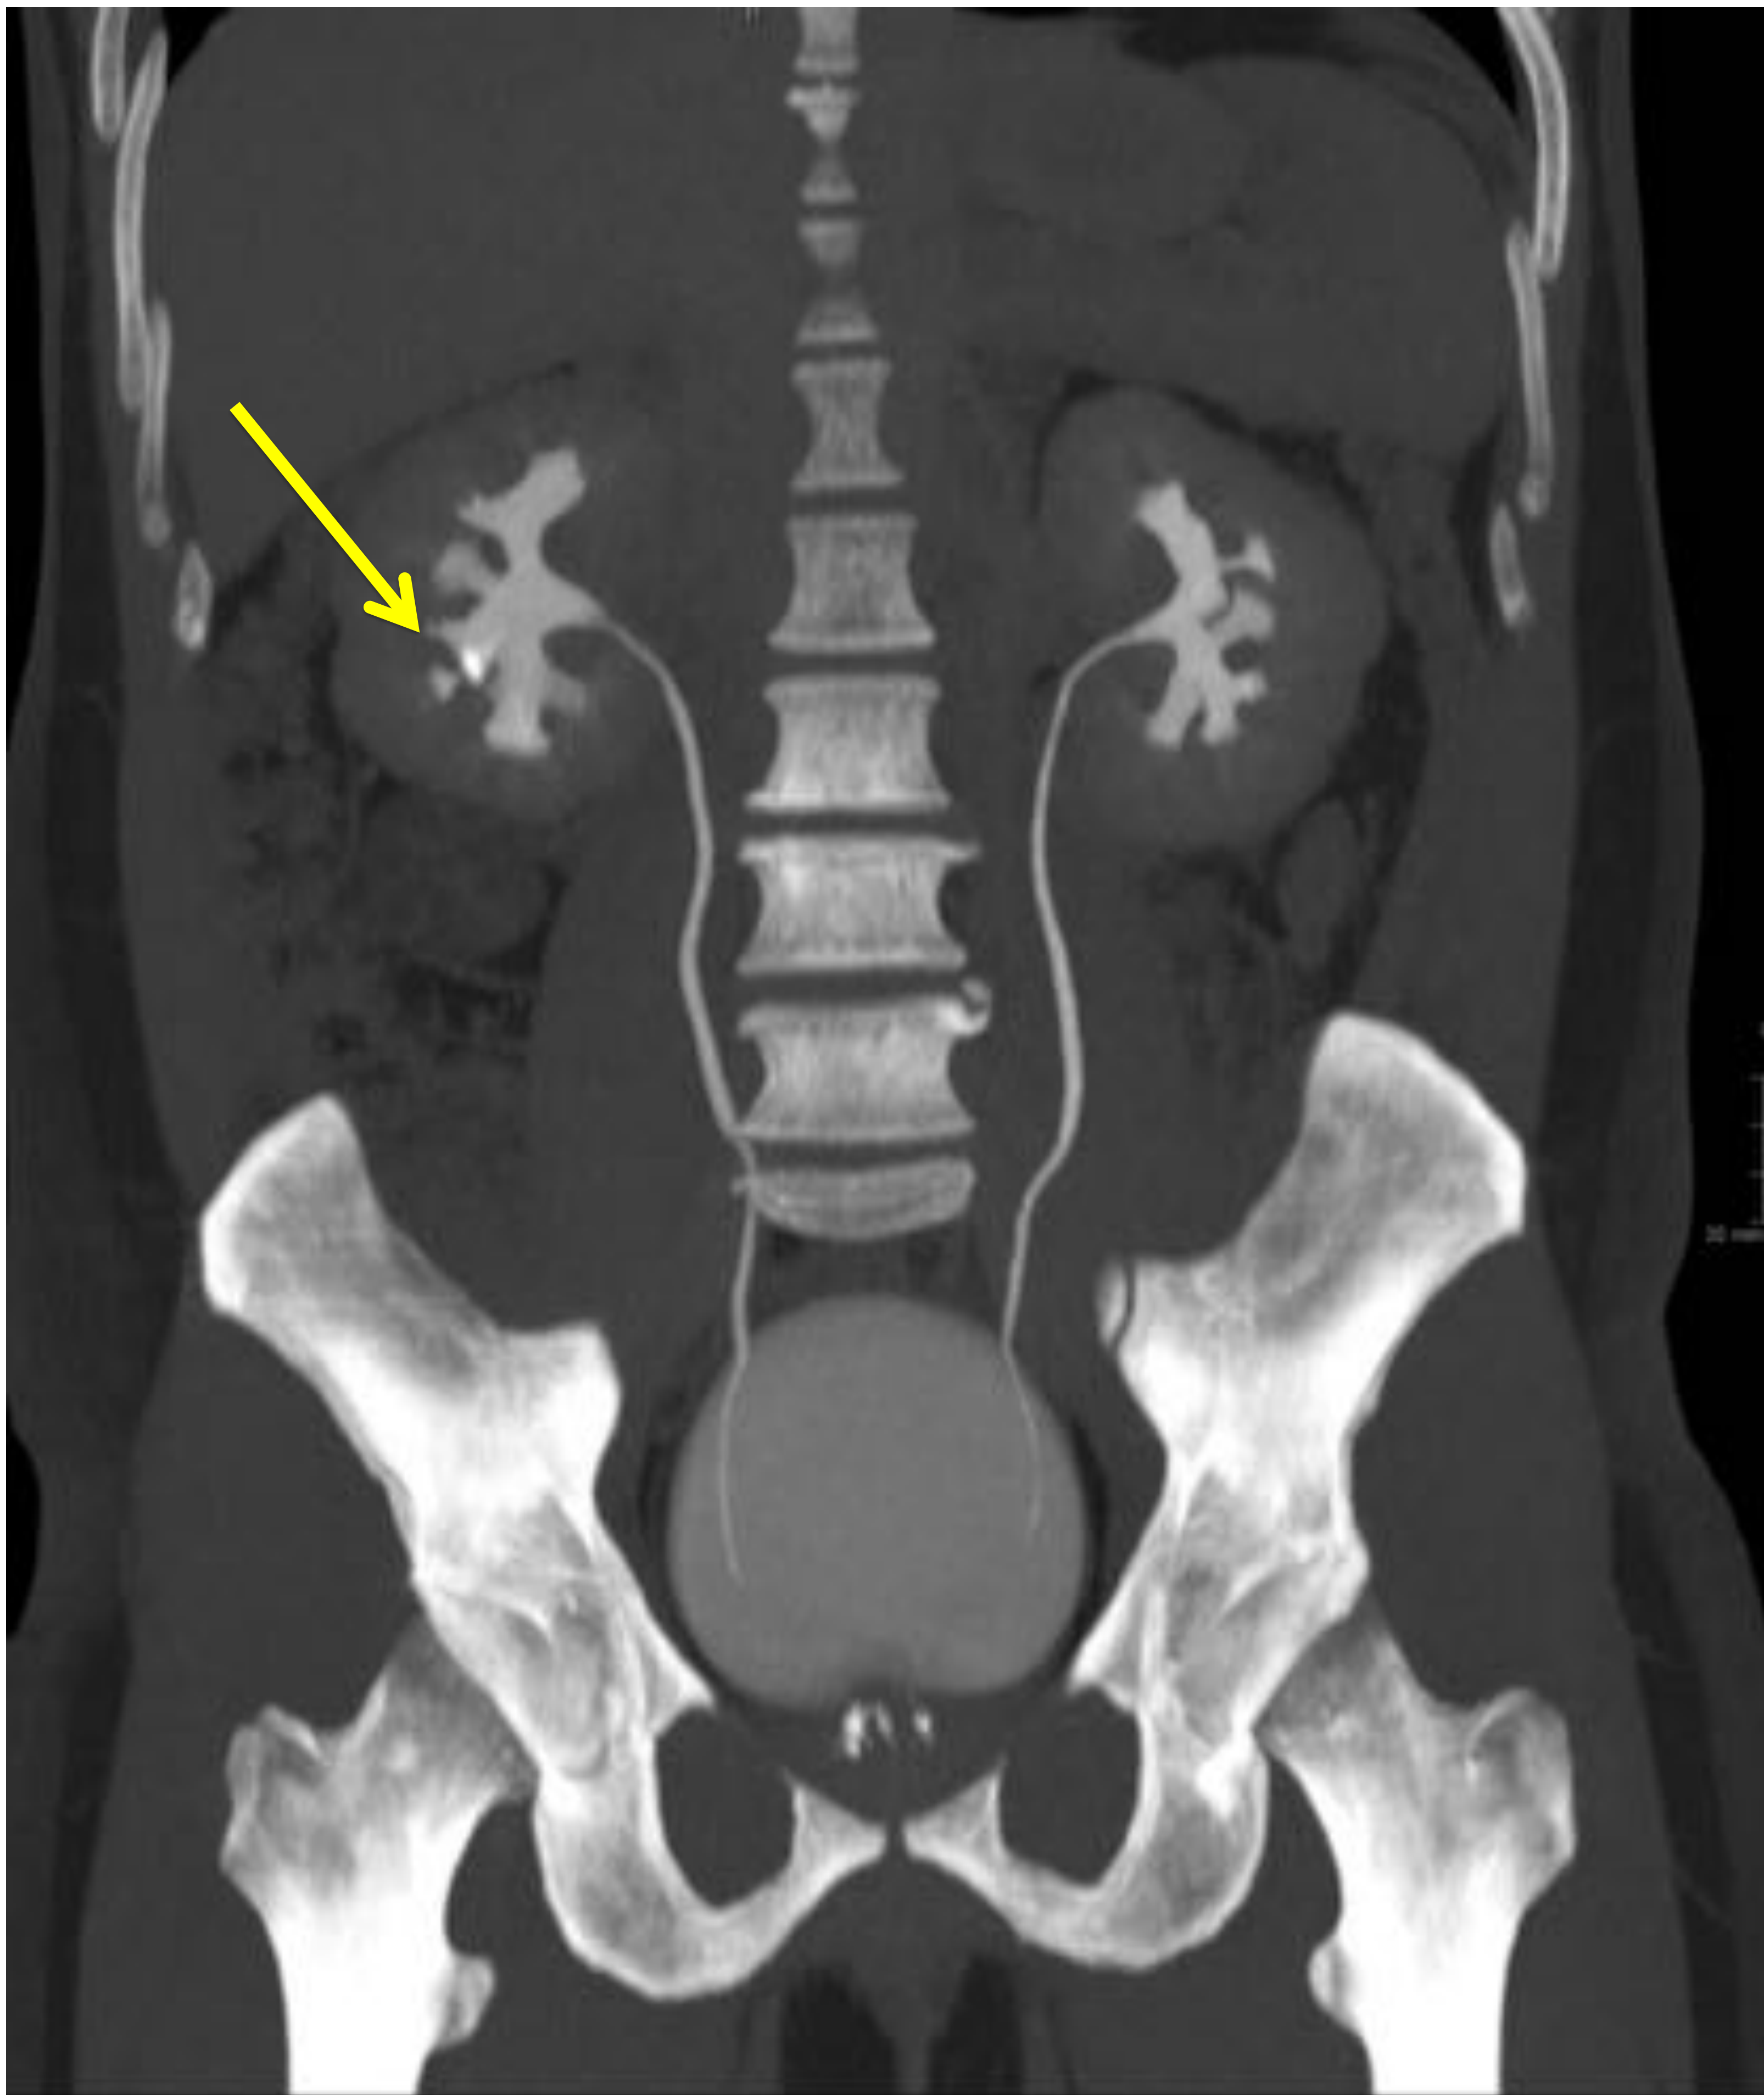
Reconstrucción MIP coronal de estudio de TC urografía tras la administración de CIV (Optiray® 300) y agua como contraste oral, previa hidratación abundante (1,5 L de agua) para forzar la diuresis. No se administró furosemida.
